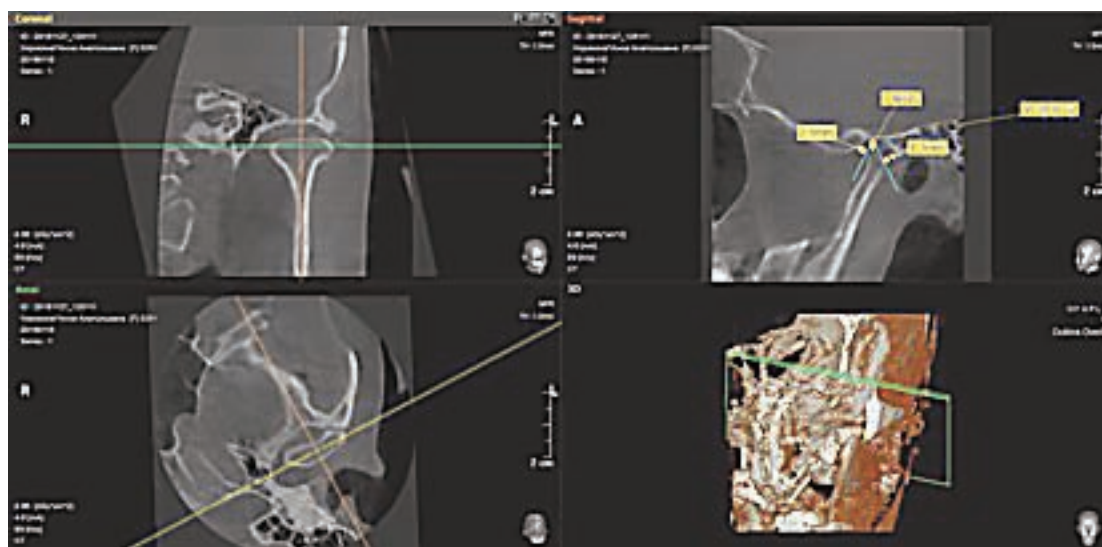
Компьютерная томограммависочно-нижнечелюстного сустава с шиной. Увеличение расстояния между головкой нижней челюсти и нижнечелюстной ямкой
